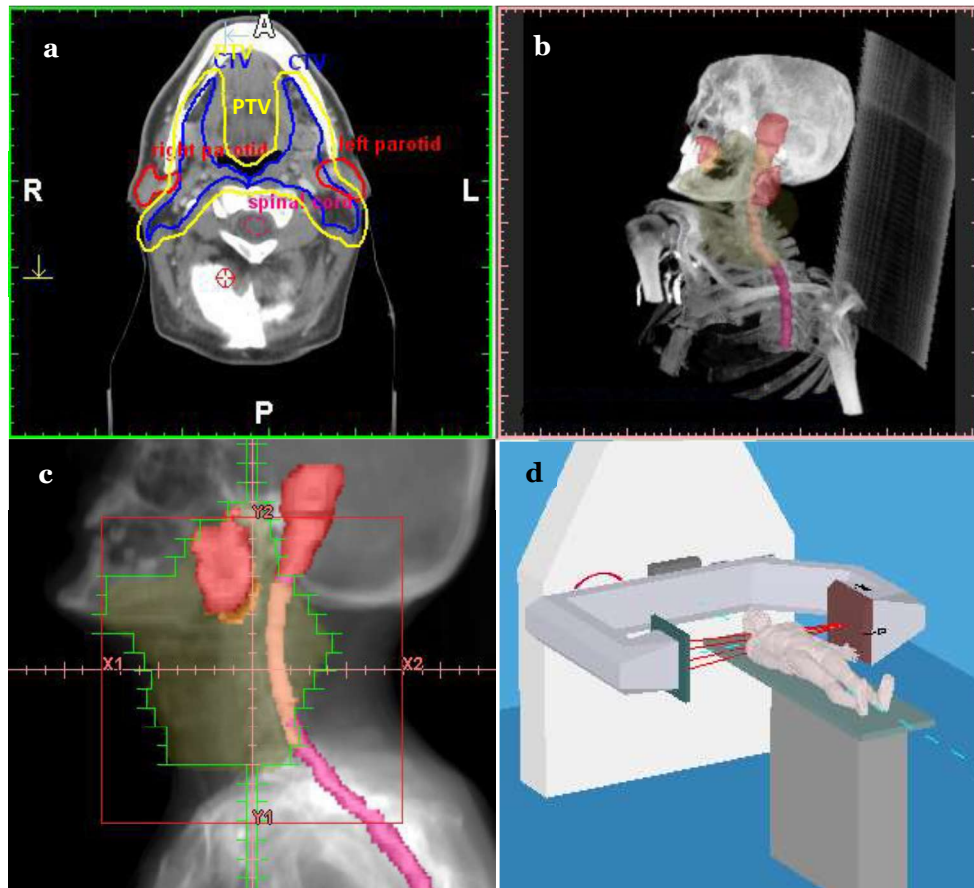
Simulación virtual de un tratamiento de cáncer de ORL en el TPS. a) Corte axial del CT de simulación con el PTV y los OARs (parótidas y médula espinal) contorneados, b) reconstrucción en 3D del CT de simulación (c) campo de radiación delimitado por el MLC, (d) representación virtual en 3D del tratamiento en el LINAC (con permiso de J. Cashmore).
